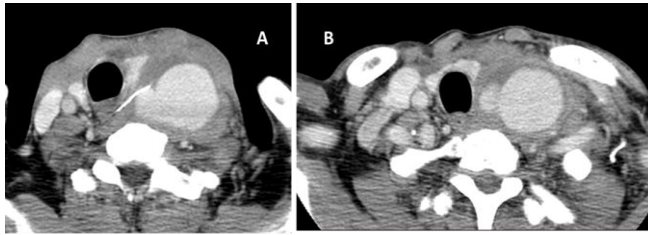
Angio-TDM avec reconstruction axiale: montre le pseudo-anévrisme carotidien externe gauche (image A et B) et la crête de poisson en regard (image A)
